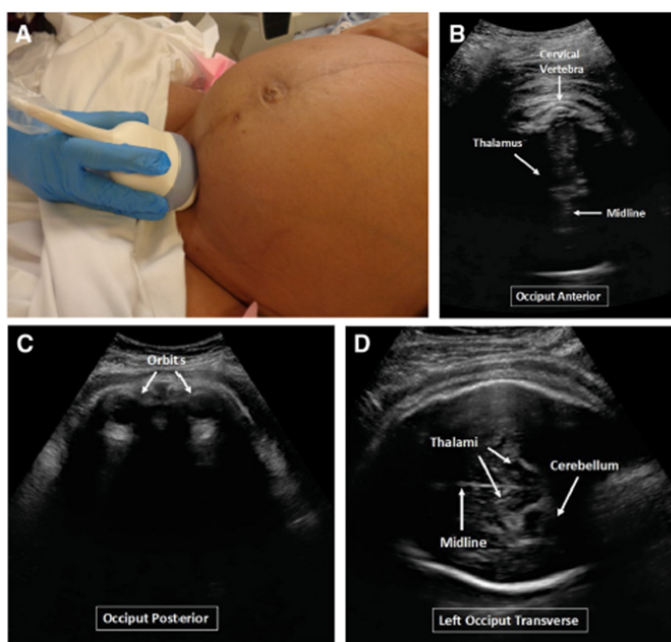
Ecografía transabdominal intraparto para identificar presentación y puntos de reparo fetal.
